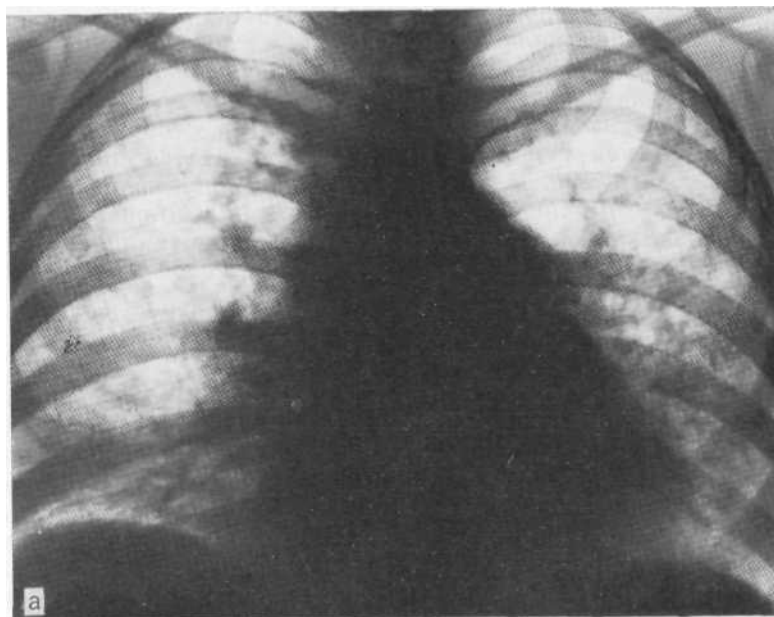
Обзорная рентгенограмма легких (а), прицельные рентгенограммы контрастированного пищевода (б) и рентгенограмма кисти (в). Системная склеродермия. Базальный сетчатый пневмосклероз, атония пищевода, остеолиты ногтевых фаланг.
